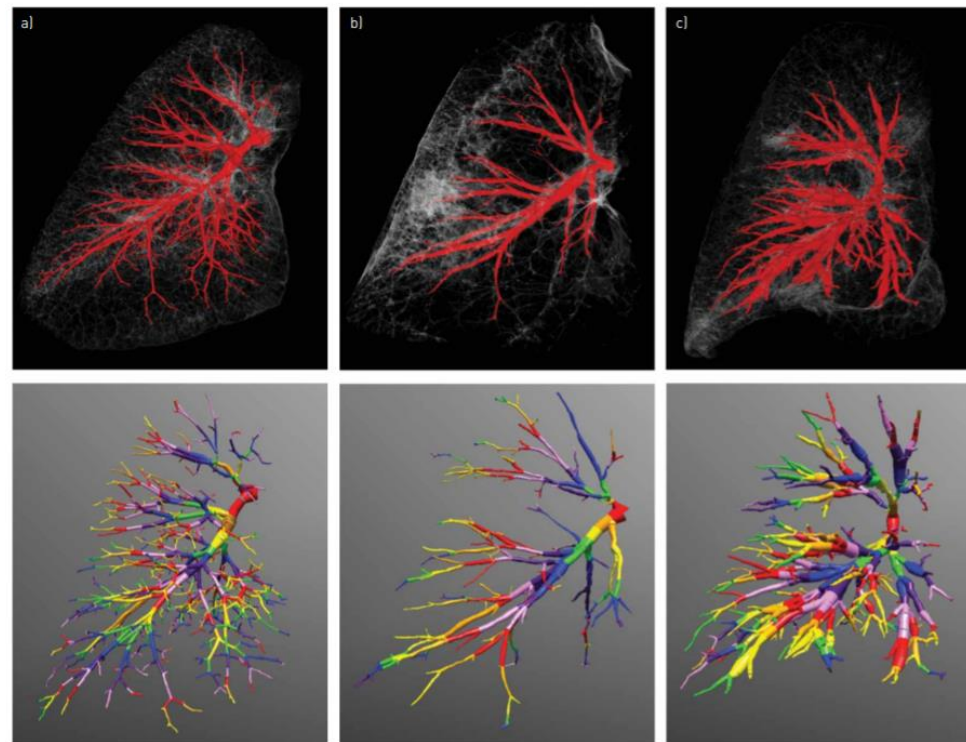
Airway segmentation of lower lobes on micro-computed tomography images. Lower lobes of a) control lung, b) chronic obstructive pulmonary disease (COPD) lung and c) COPD lung with bronchiectasis. The upper panels show the bronchial tree after segmentation, projected on the contours of the lobe. The lower panels show the same bronchial tree after automated annotation, with each colour representing a different generation within the lobe.
